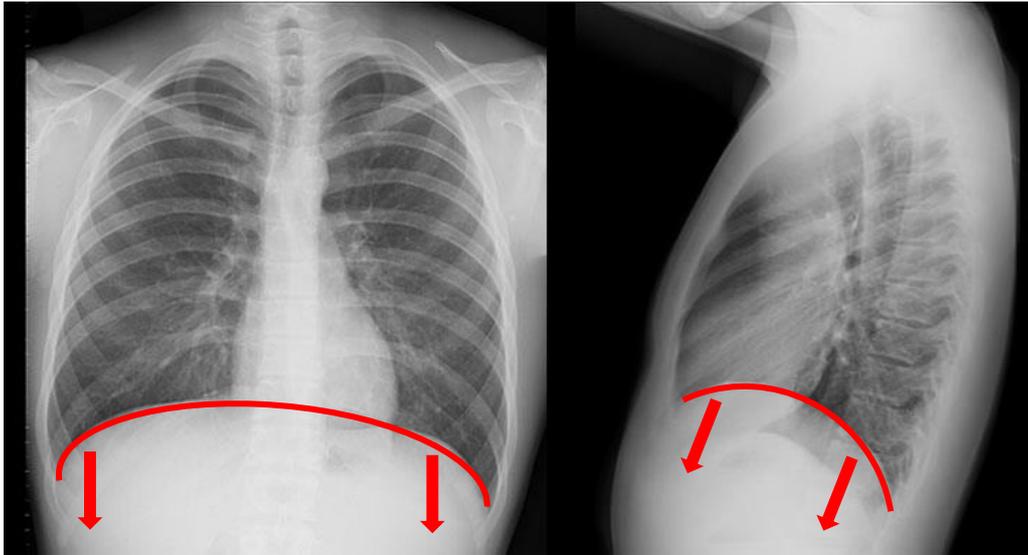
Radiografía de tórax, movimiento del diafragma en inspiración y zonas declives del pulmón.
